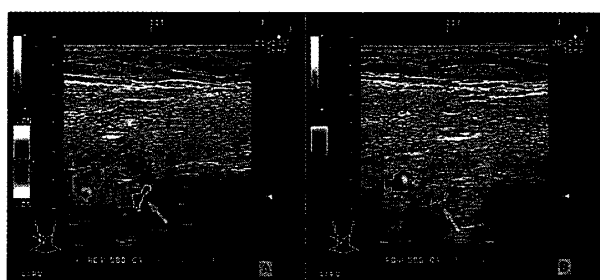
舌骨上枝の本幹との分枝部における速度表示法 (VM)とパワードプラ表示法(PM)の超音波断層像
